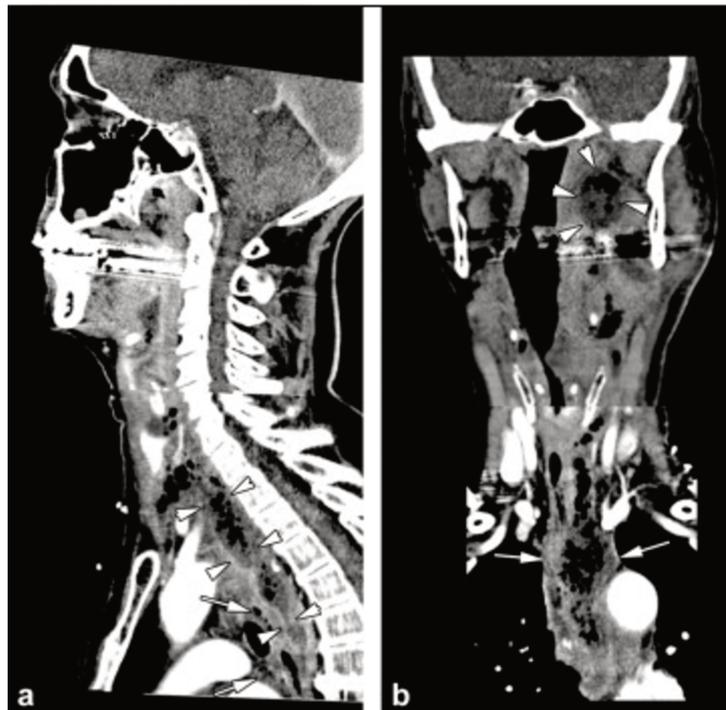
Radiographie montrant un abcès rétro-pharyngé de médiastinite. Coupes sagittale (a) et coronale (b) d'un scanner réalisée après injection de produit de contraste. Collection médiastinale supérieure (flèches, a, b) le siège de bulles d'air en rapport avec une extension retro-pharyngée (tête des flèches, a) d'un abcès para-pharyngé (tête des flèches, b)(37).
